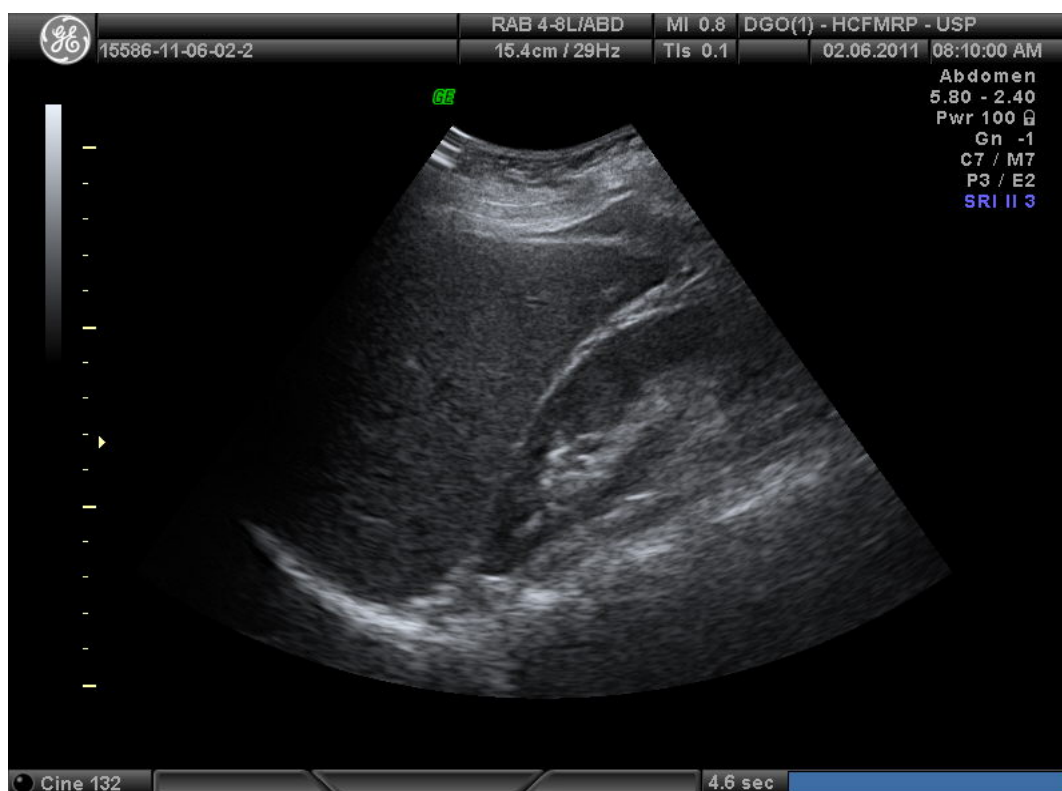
Ultrassonografia abdominal para diagnóstico e classificação de doença hepática gordurosa não alcoólica.
